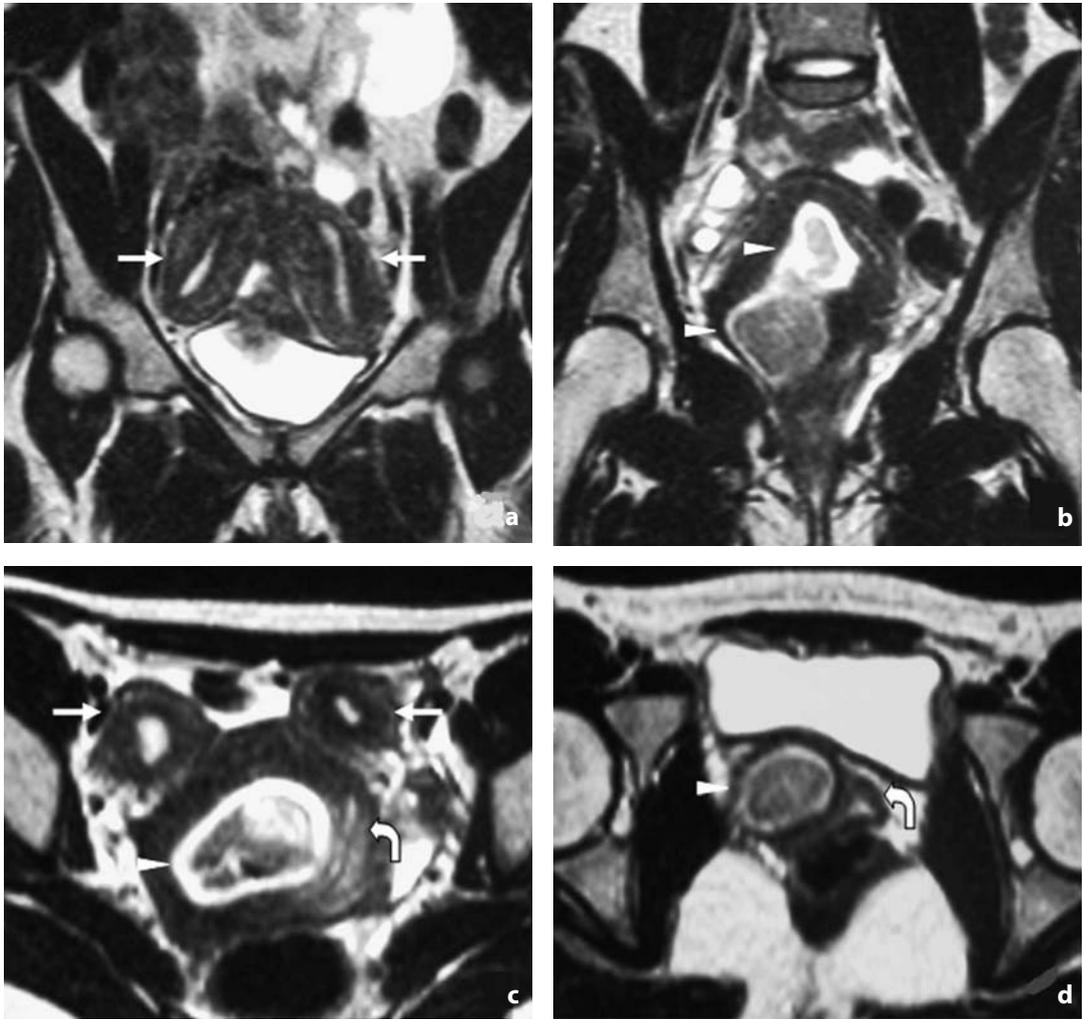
Utero didelfo con emivagina ostruita. Nelle immagini RM T2 pesate coronali (a-b) ed assiali (c-d) è possibile osservare due cavità uterine separate e divergenti con endometrio iperintenso e miometrio ipointenso (freccie). Ben evidenziabile l'emivagina destra dilatata da fluido disomogeneamente ipointenso, circondato da un anello iperintenso rappresentato da materiale ematico nei vari stadi di evoluzione (punte di freccia). L'emivagina sinistra non mostra segni di ostruzione (freccia curva)
